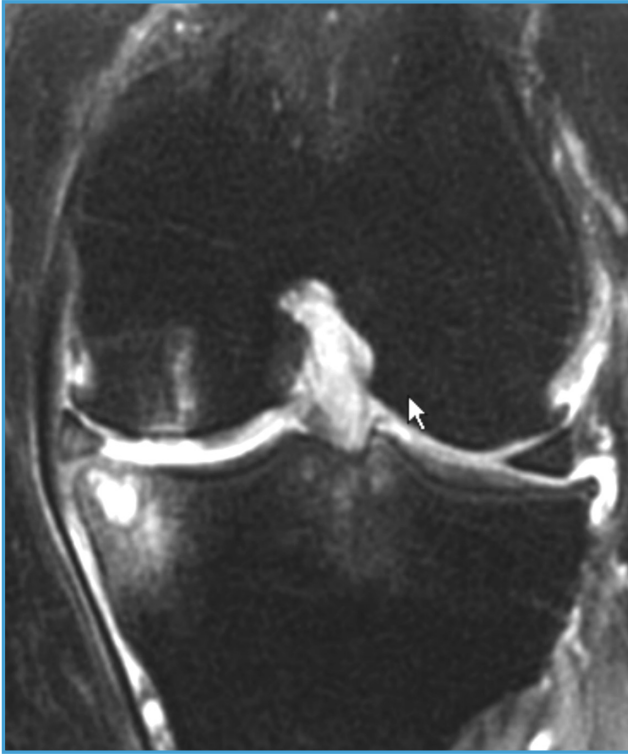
IRM d'un genou arthrosique montrant les lésions cartilagineuses, l'ostéophytose, l'œdème osseux de part et d'autre de l'interligne artriculaire avec une géode sous chondrale tibiale et exclusion du ménisque externe.
